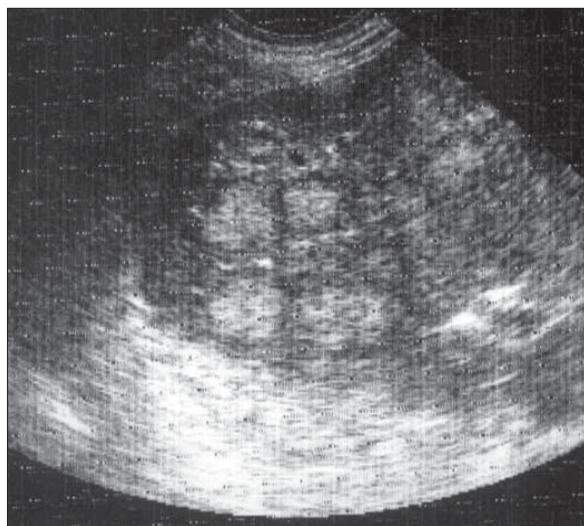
Metastaze hepatice. Ecografie.
